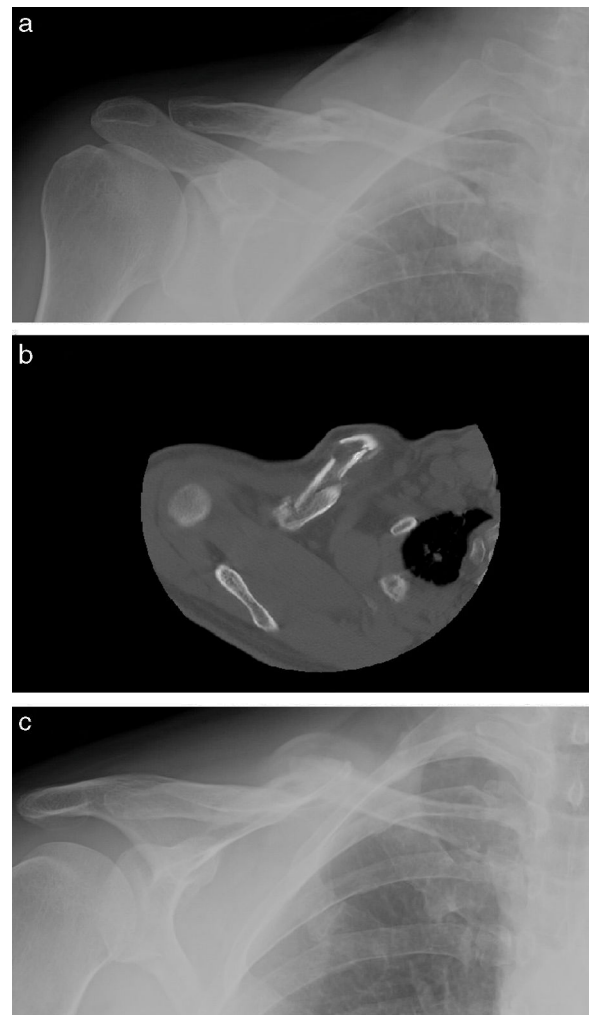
1a: radiografía simple anteroposterior de clavícula derecha, realizada el día del accidente, en la que se observa fractura de tercio medio. 1b: corte de TAC de clavícula derecha en donde se aprecia la fractura desplazada con un tercer fragmento. 1c: radiografía simple de clavícula derecha que muestra la consolidación de la fractura.
